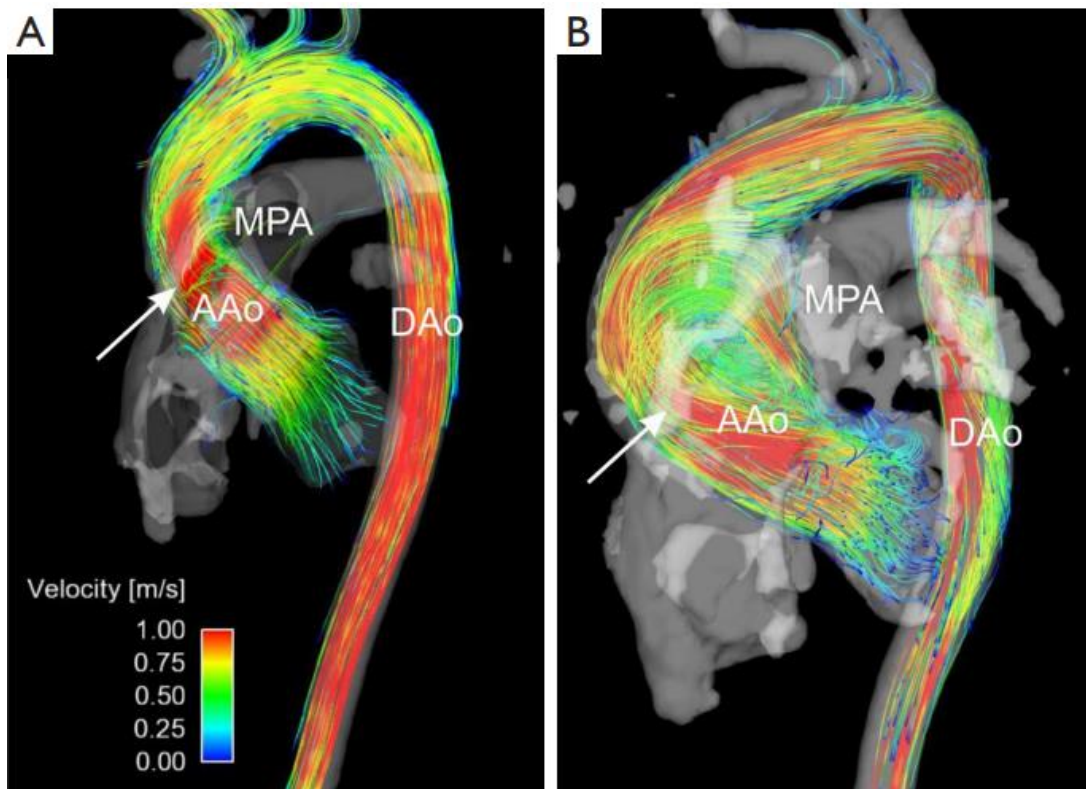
Flujo 4D por PC-MRI en dos pacientes con válvula aórtica bicúspide. El paciente de la figura A presenta mínima dilatación de aorta ascendente, mientras que el paciente de la figura B tiene un aneurisma con marcada alteración del flujo a ese nivel. AAo: Aorta ascendente; MPA, arteria pulmonar principal; DAo, aorta descendente. Tomada de Stankovic et al.²⁰⁸
